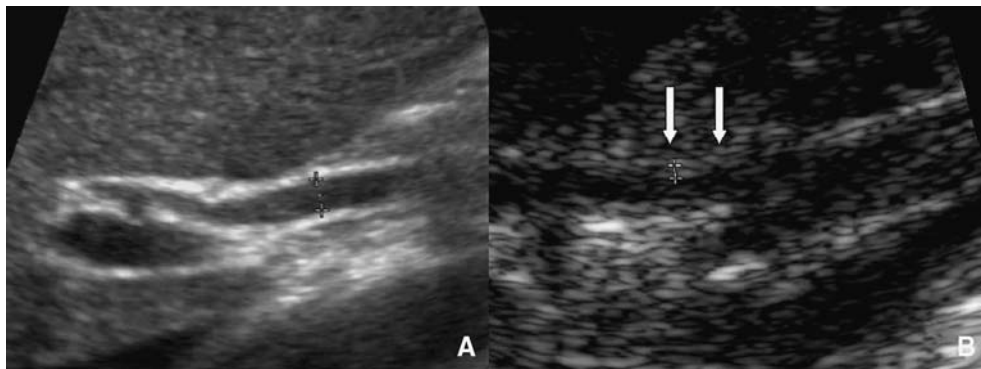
Voies biliaires en échographie.
